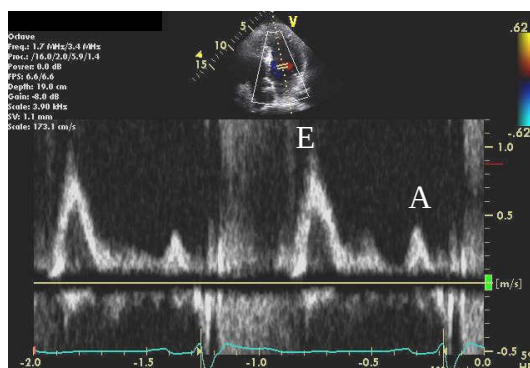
Doppler pulsátil da valva mitral
